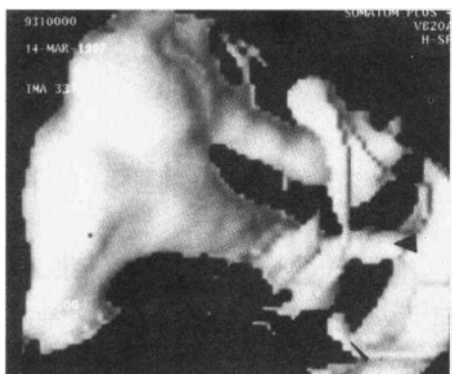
正常左侧听小骨三维 CT 表面成像 (SSD) 内侧面观
